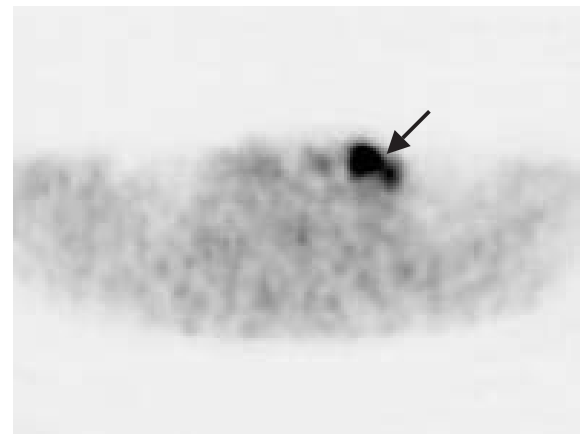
^{18}F -FDG PET画像(横断像)
